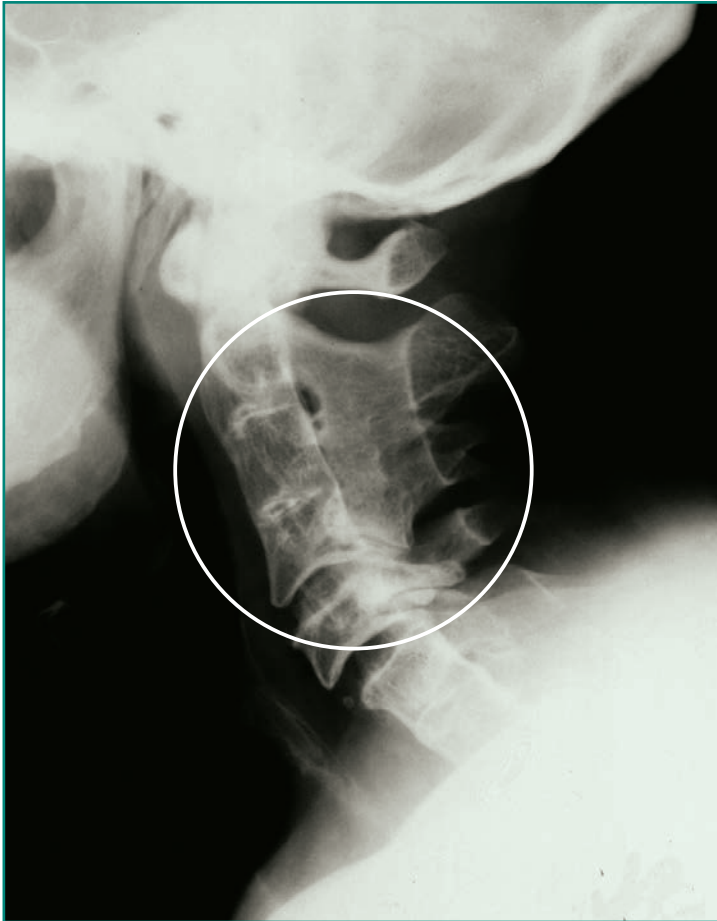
Radiografía en proyección lateral de columna vertebral en el síndrome de Klippel-Feil con fusiones vertebrales congénitas ("hombres sin cuello").
